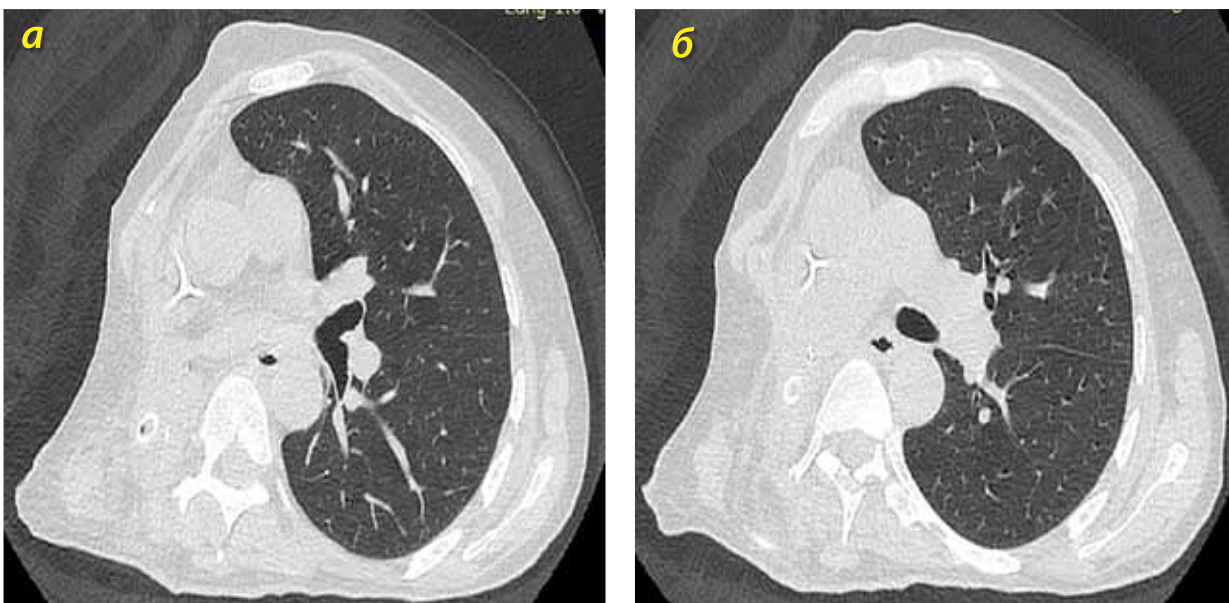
Пациентка А., КТ от 14.05.2020 г. в аксиальной проекции; без динамики в сравнении с 26.04.2020 г.
